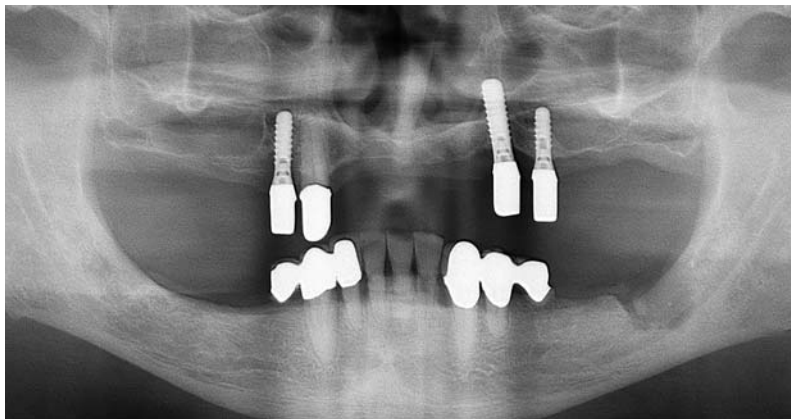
Röntgenaufnahme des Patienten.
